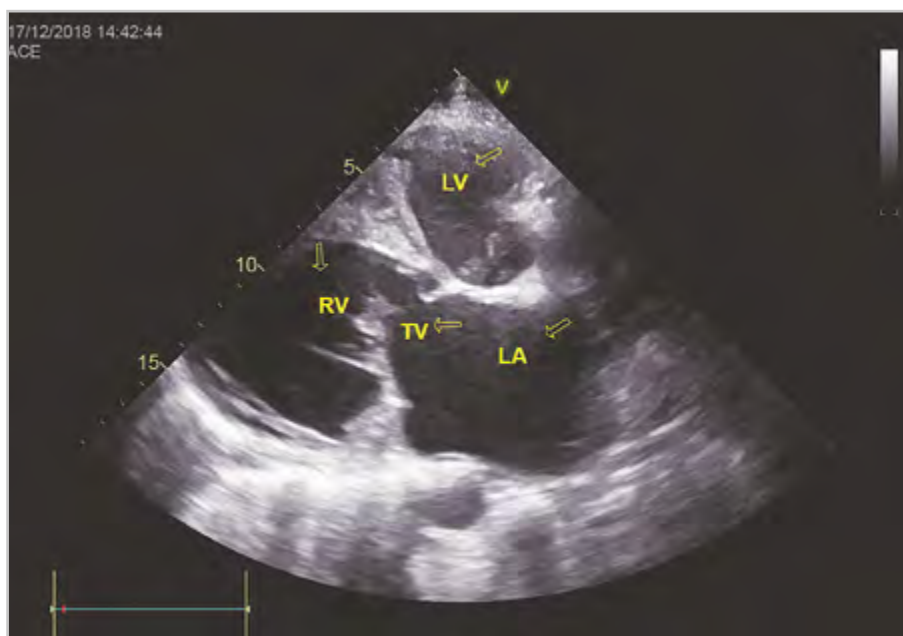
Эхокардиограмма. Парастеральная позиция, длинная ось артериального желудочка (морфологически правого желудочка). Левое предсердие (LA) соединяется с морфологически правым желудочком (RV). В правом желудочке трикуспидальный клапан (TV)
